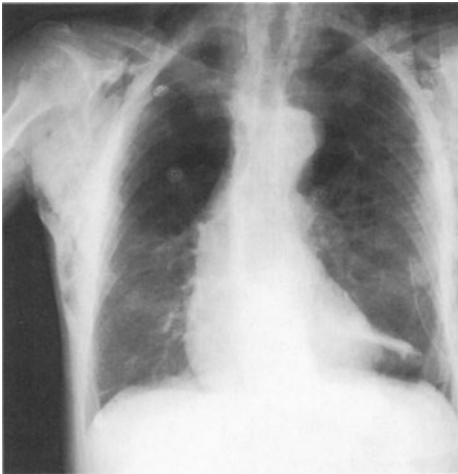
Röntgenthorax mit liegender Bülau-Drainage *rechts unten* bei Pneumothorax. Auffällig ist bei diesem Patienten auch die Luftfülle der Haut (Hautemphysem), die durch Verletzung entstanden ist
